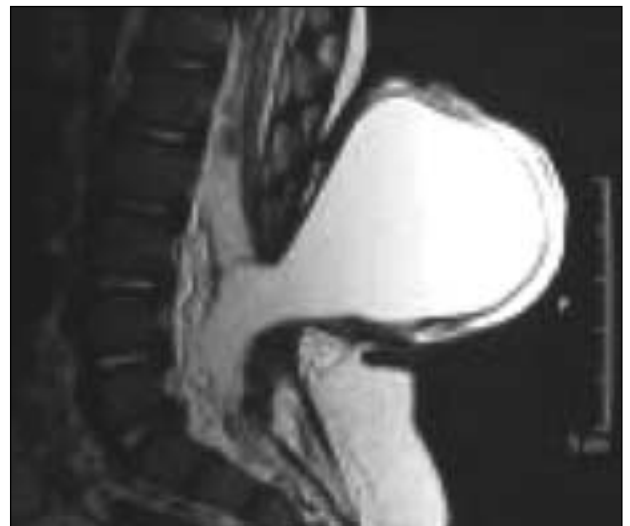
RM de un paciente con mielomeningocele.
